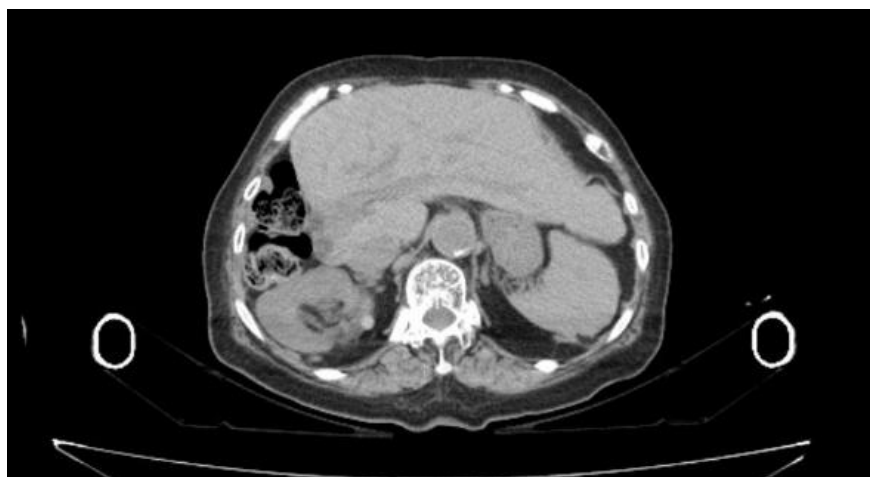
シャフト部分による CT 画像への影響 (シャフトを最長に伸ばして撮影)
